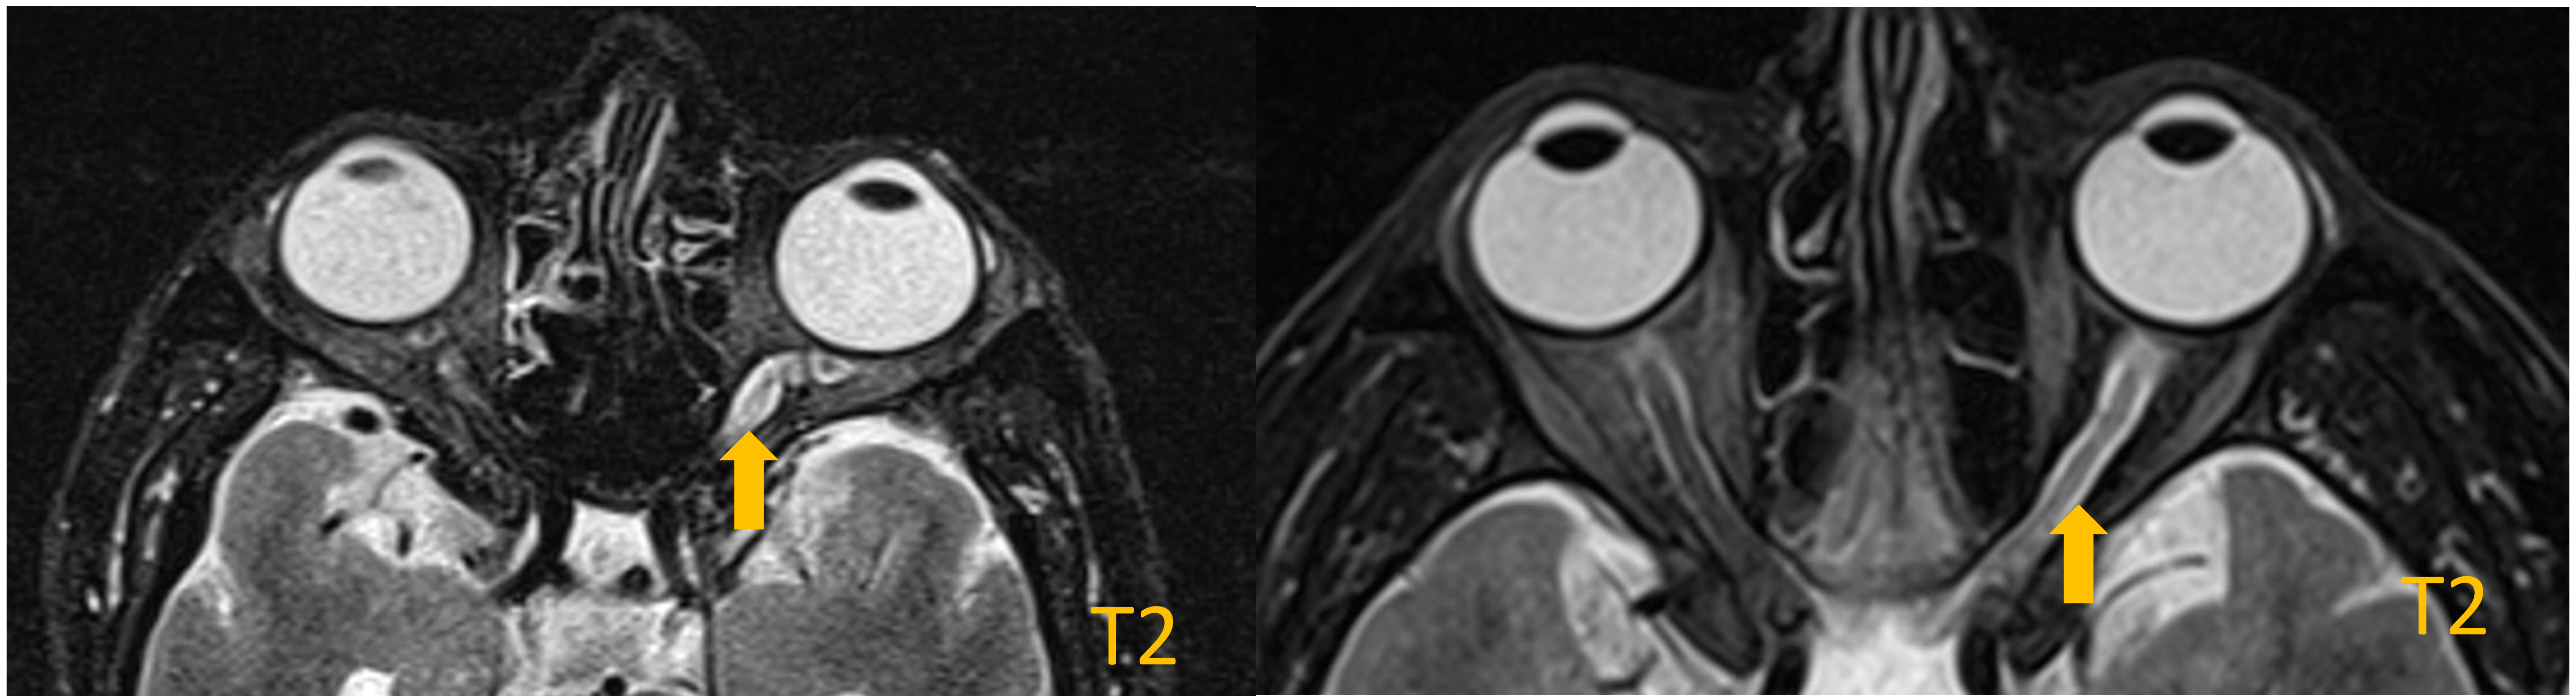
RM orbitarias de distintos pacientes donde se aprecia en ambos que el nervio óptico izquierdo con alteración de la señal en forma de hiperintensidad homogénea en T2, compatible con neuritis óptica unilateral de aspecto inflamatorio.
